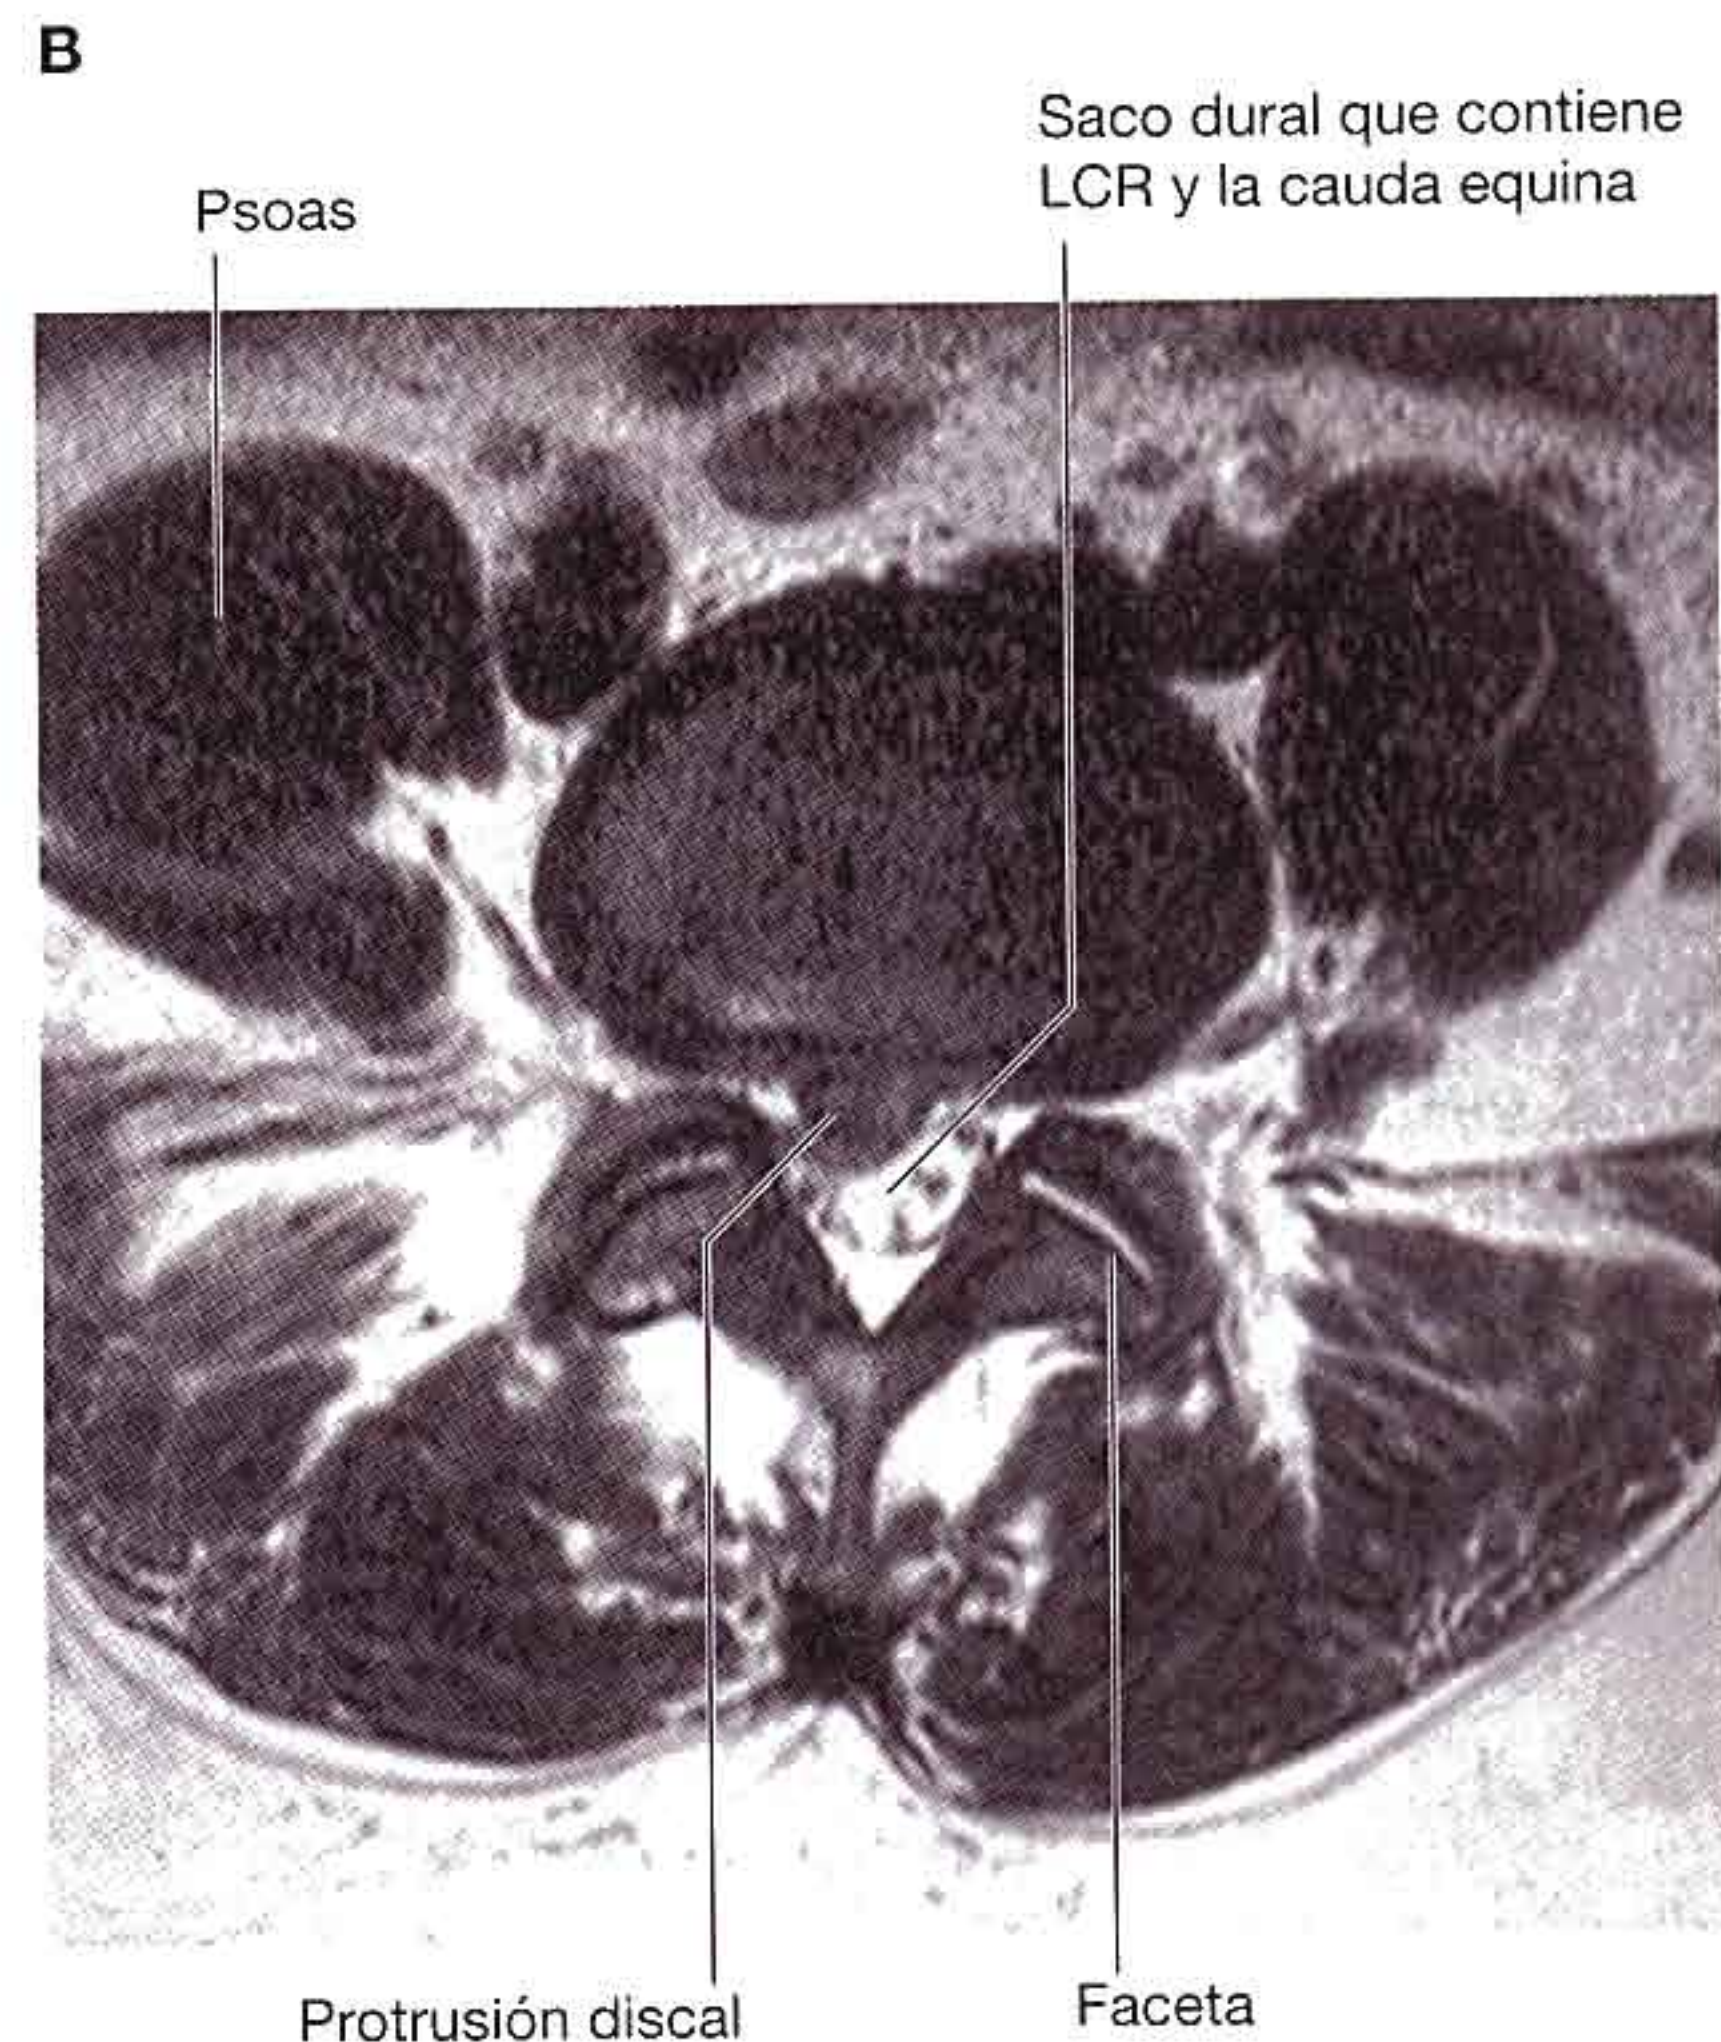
Protrusión discal: imágenes de resonancia magnética ponderadas en T2 de la región lumbar de la columna vertebral. A. Plano sagital. B. Plano axial.
